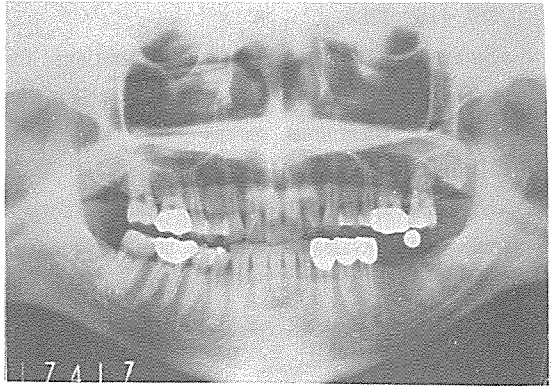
5mm금속구가 매식된 surgical stent를 장착하고 촬영한 방사선 사진
